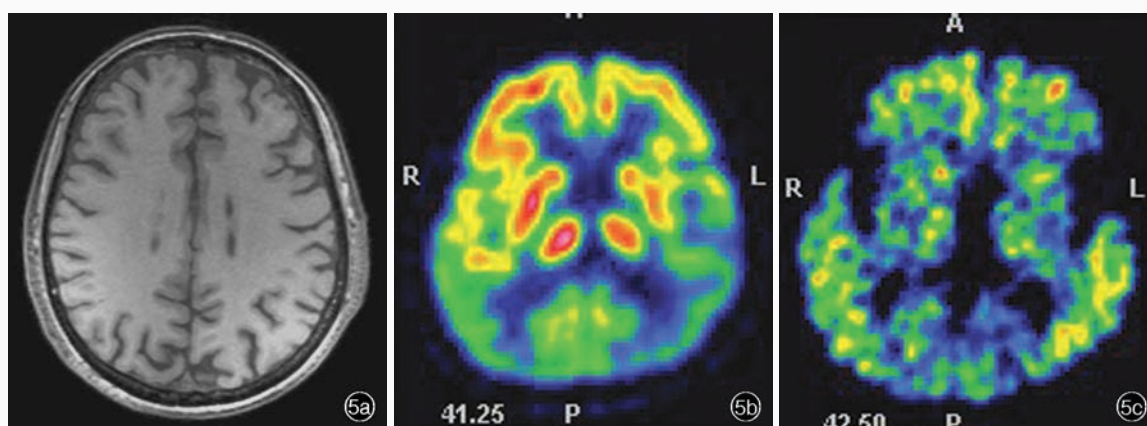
女性患者,52岁。临床诊断为后部皮质萎缩。头部影像学检查所见 5a 横断面T<sub>1</sub>WI显示脑萎缩 5b <sup>18</sup>F-FDG PET显示,双侧颞顶枕联合区皮质和楔前叶葡萄糖代谢明显降低,左侧额叶外侧和左侧尾状核局灶性代谢降低(黄色和绿色区域所示) 5c <sup>11</sup>C-PIB PET显示,双侧颞顶枕联合区皮质放射性<sup>11</sup>C-PIB滞留(绿色区域所示),小脑皮质廓清
